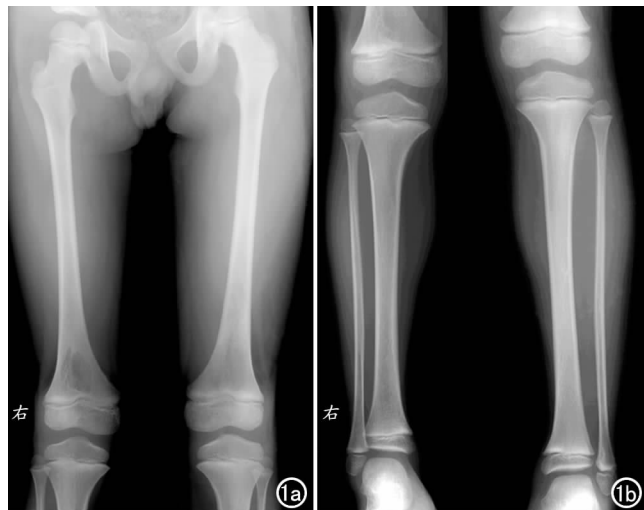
X 线正位片示左侧股骨、胫腓骨均较右侧变长、增粗,胫腓骨骨骺稍增大,骨质结构均正常。a) 双侧股骨平片;b) 胫腓骨平片。
